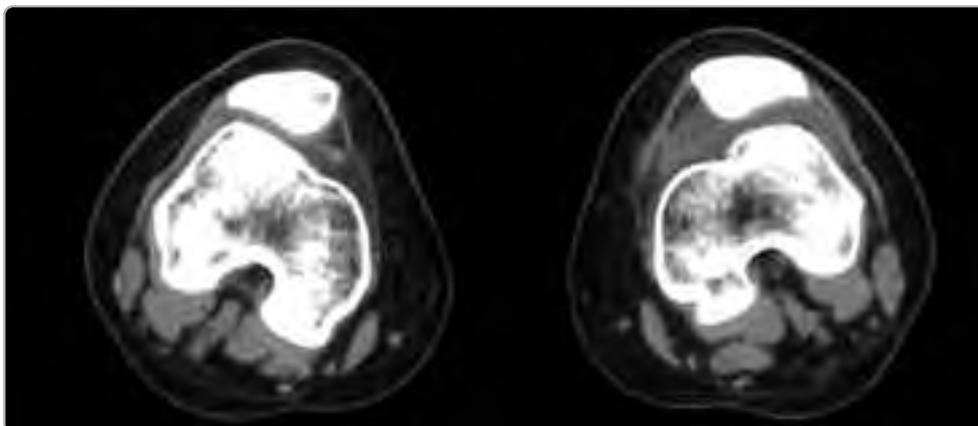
Radiografia das patelas, axiais a 30°.
